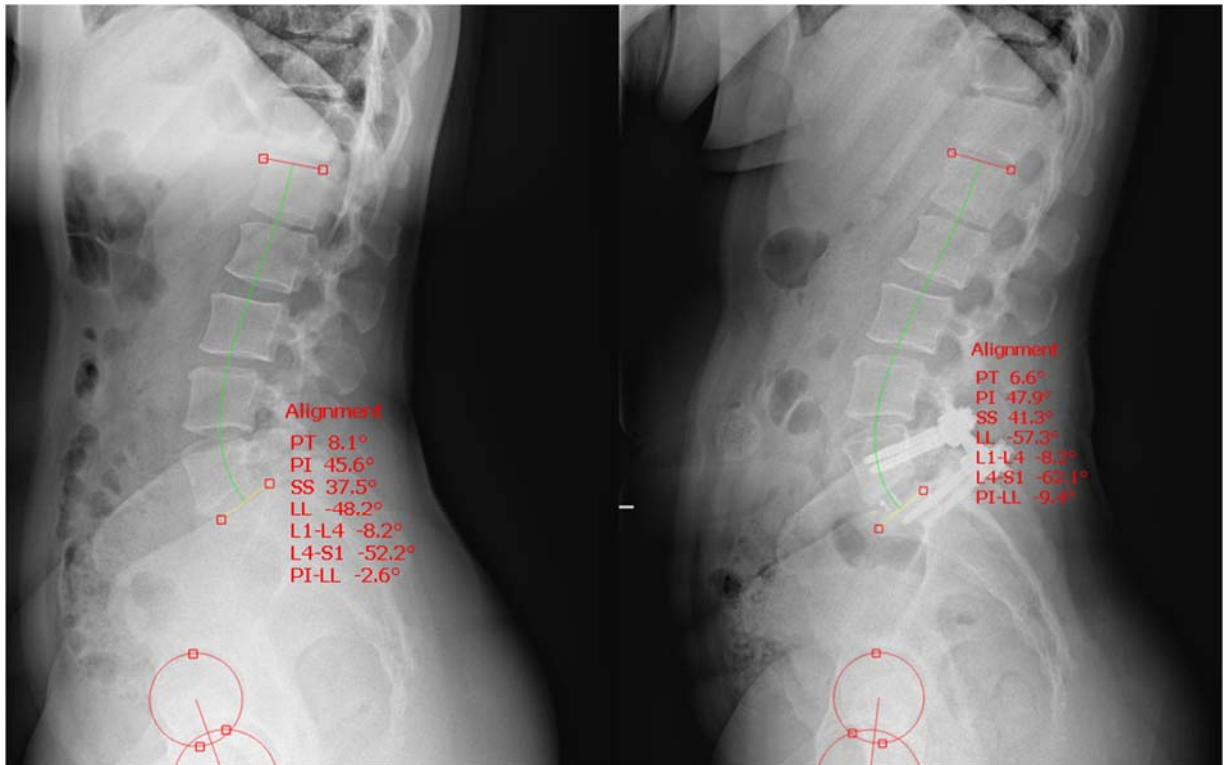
Оценка контрольной телерентгенограммы по сравнению с дооперационным исследованием
